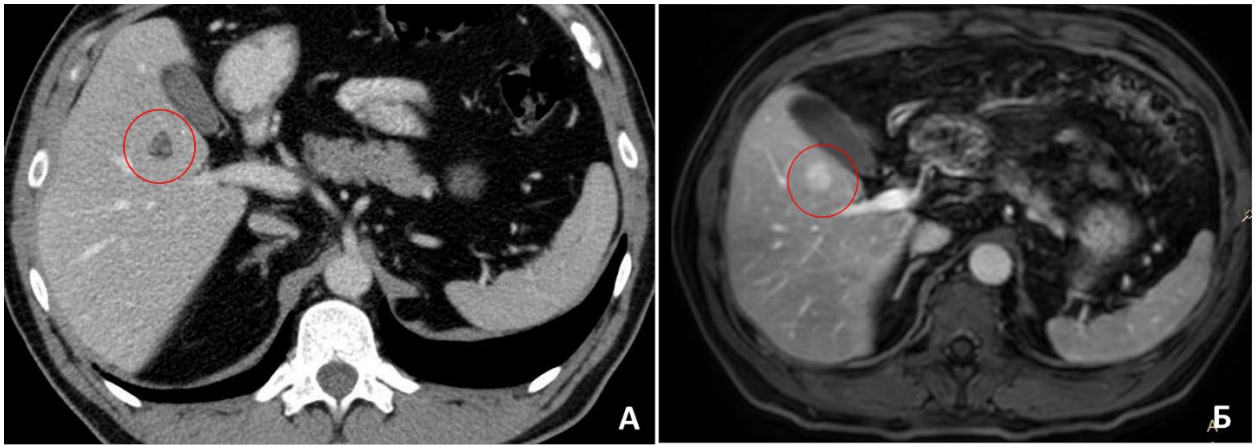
Компьютерная томография брюшной полости с усилением (А) и магнитно-резонансная томография брюшной полости с контрастированием (Б)
